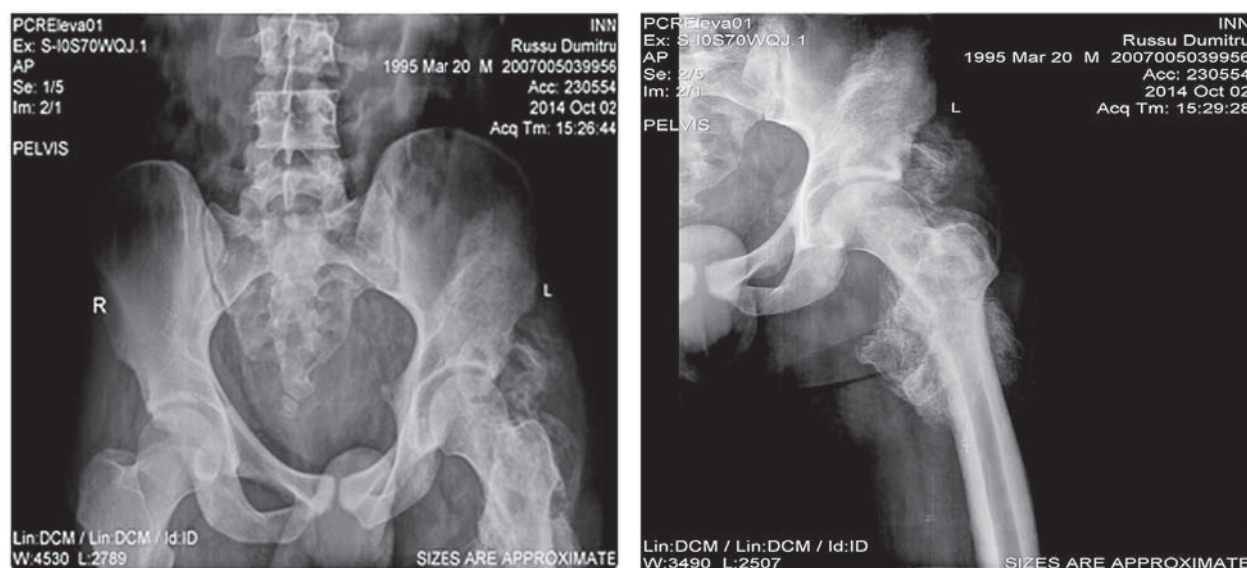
Radiografia oaselor bazinului și osului femoral stâng.
